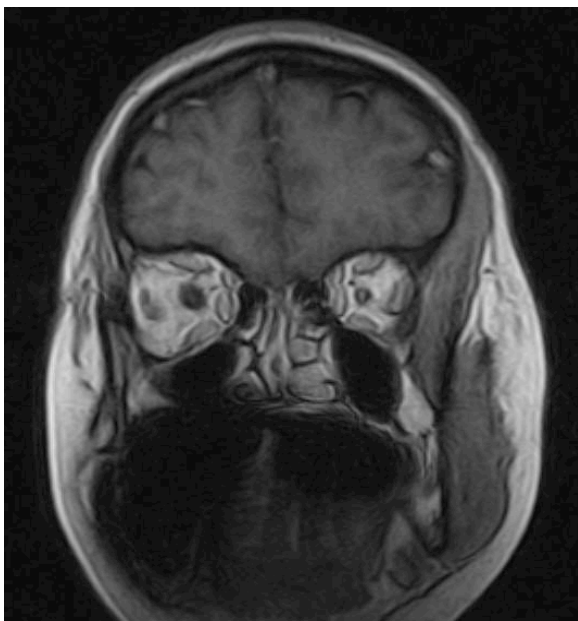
Imagine RM, secțiune coronală, secvență T1 postcontrast. În imagine se evidențiază îngroșarea nervului optic cu nervul optic îngroșat izointens, cu encefalul. Este cazul unei paciente în vârstă de 26 de ani, care după 5 ani de urmărire clinică și imagistică în Clinica de Oftalmologie din Sibiu, s-a documentat agravarea clinică a tulburărilor de vedere până la cecitate, ceea ce a determinat intervenția chirurgicală.
